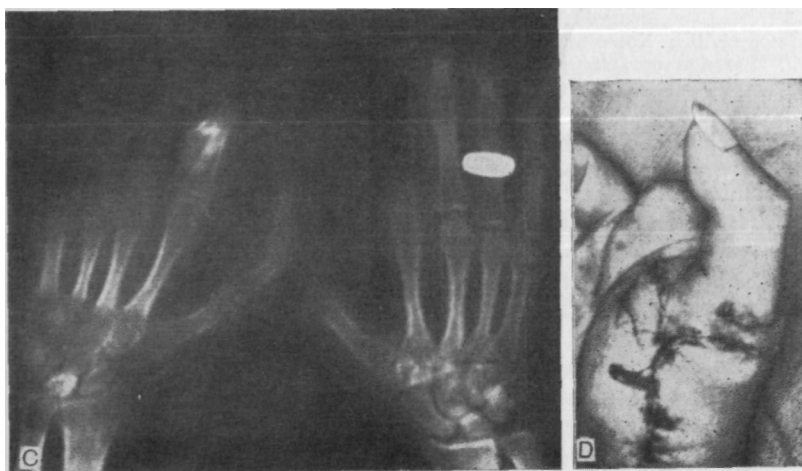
ЮС. Рентгенограммы обеих кистей того же больного. D. Пересадка I пальца с левой кисти на правую кисть. По окончании операции палец жизнеспособен.
